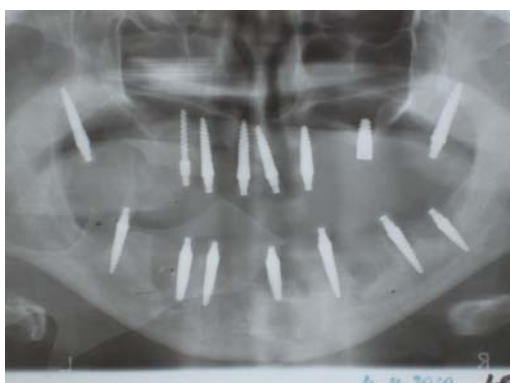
Ортопантомограмма б-го Ю., непосредственная установка имплантатов после удаления зубов.
